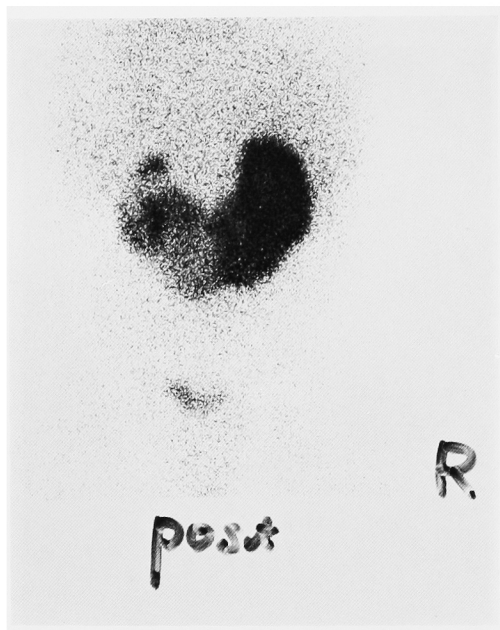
Renal scintigram taken 6 months after discharge reveals improved uptake of the left kidney.
